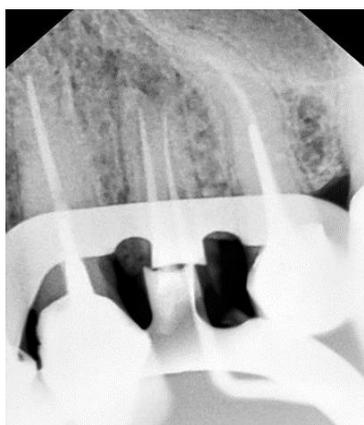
Radiografia para localização correta dos canais.
